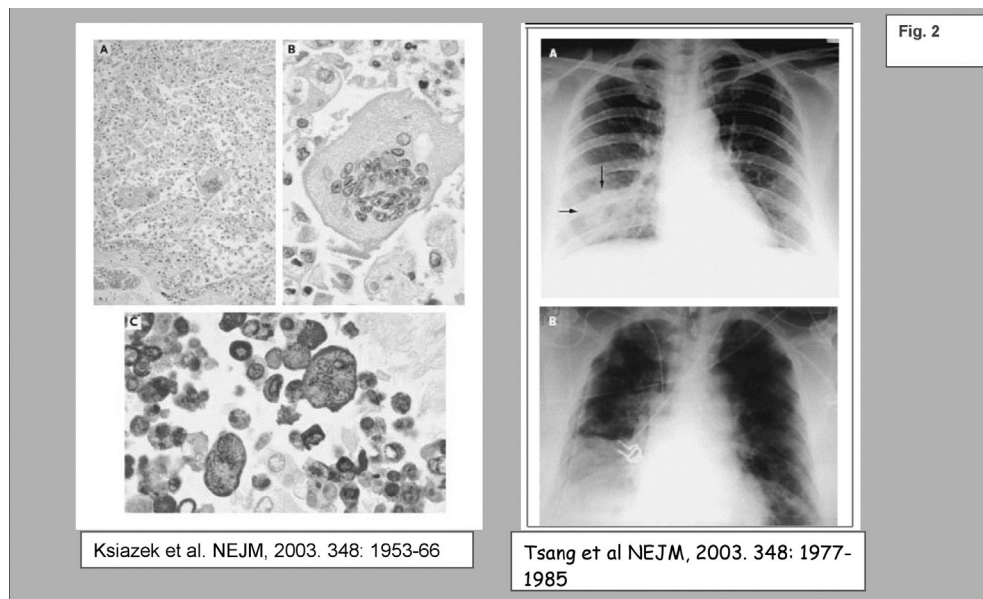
Anomalías encontradas en pulmones de pacientes con SARS. Panel 1: Histopatología de tejido pulmonar en que se observa daño alveolar difuso, con células sincitiales y abundantes macrófagos de citoplasma vacuolizado. Panel 2: Radiografías mostrando: a) consolidación focal en la parte inferior derecha (indicado por flechas); b) imagen difusa de ambos pulmones en su totalidad.
